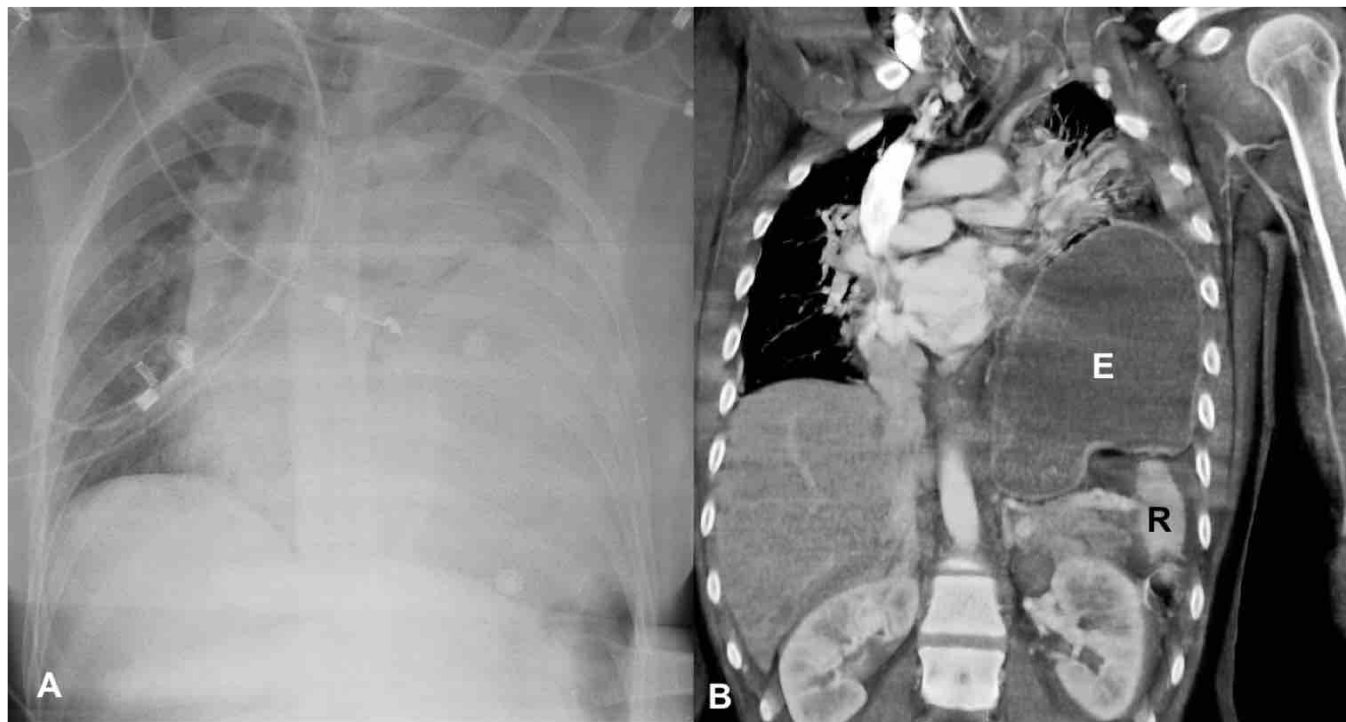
Rupture diaphragmatique gauche avec éviscération de l'estomac en intra thoracique. A : Radiographie de thorax de face. L'image pouvait faire évoquer un hémithorax gauche. B : Reconstruction sagittale sur le scanner injecté chez le même patient. E : estomac – R : rate
